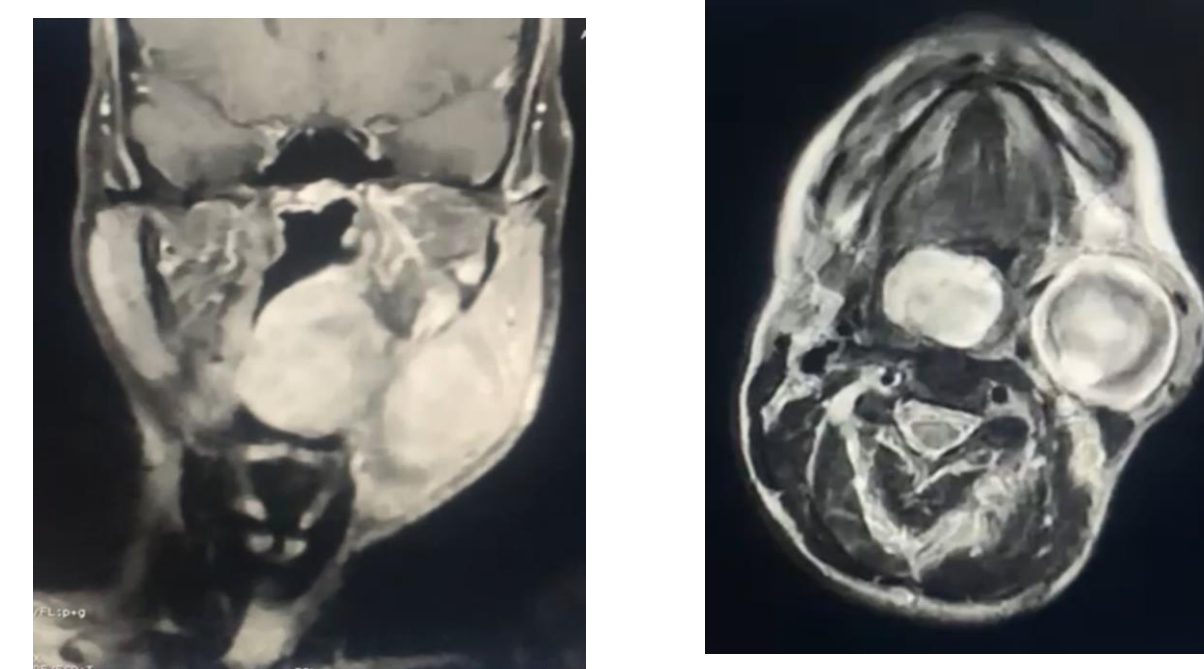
IRM coupe frontale (A) et axiale (B) mettant en évidence la masse parotidienne et amygdalienne droites
